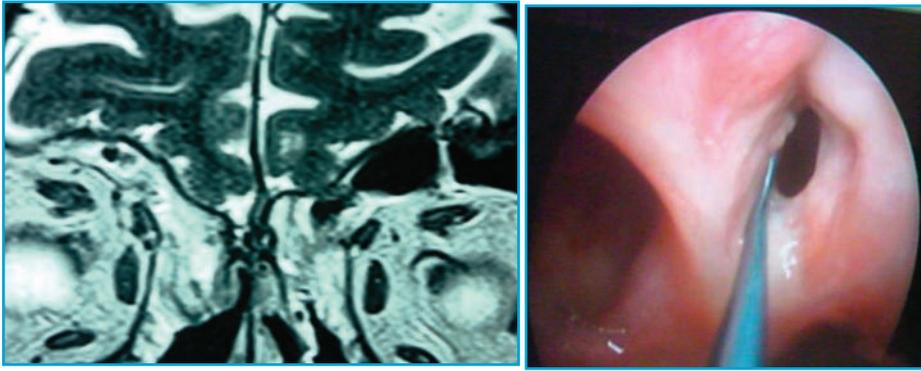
RMN de base de cerebro con contraste donde se observa claramente la asimetría del receso de los espacios subaracnoideos. Al lado derecho, se aprecia la visión endoscópica del mismo paciente donde se evidencia la fístula.
